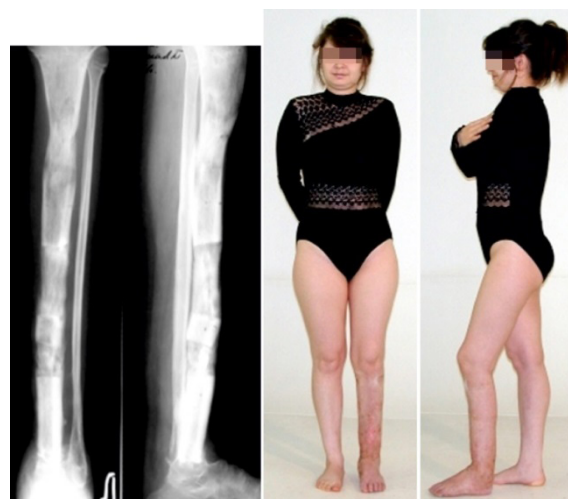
Рентгенограммы и внешний вид больной через 1 год после лечения
